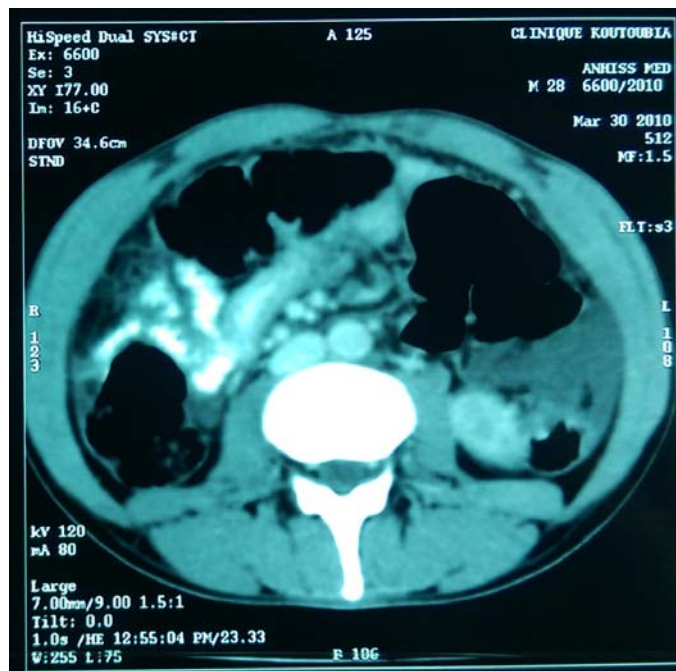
TDM abdomino-pelvienne, ADPs profondes coeliomésentériques, aorto-caves, spléniques et hépatiques avec infiltration péritonéale.
